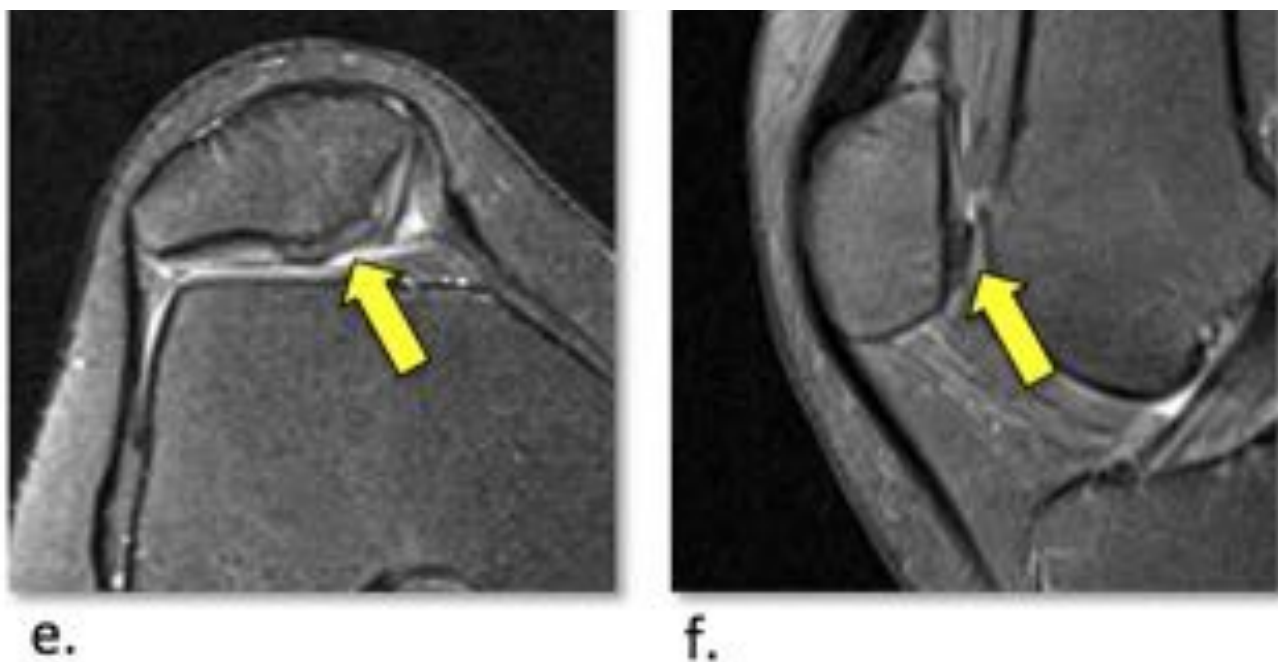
Imágenes de RM (FS PD TSE) obtenidas antes y después de la técnica AMIC en una adolescente de 16 años que sufrió un accidente. (a, b) Gran defecto osteocondral de espesor completo en el ápex rotuliano, edema óseo reactivo del hueso subcondral, subluxación rotuliana y derrame articular. (c, d) Imágenes a los 6 meses que muestran aumento de señal del tejido de reparación. (e,f) Imágenes a los 12 meses que muestran un llenado completo del defecto, con buena integración marginal del cartílago.
